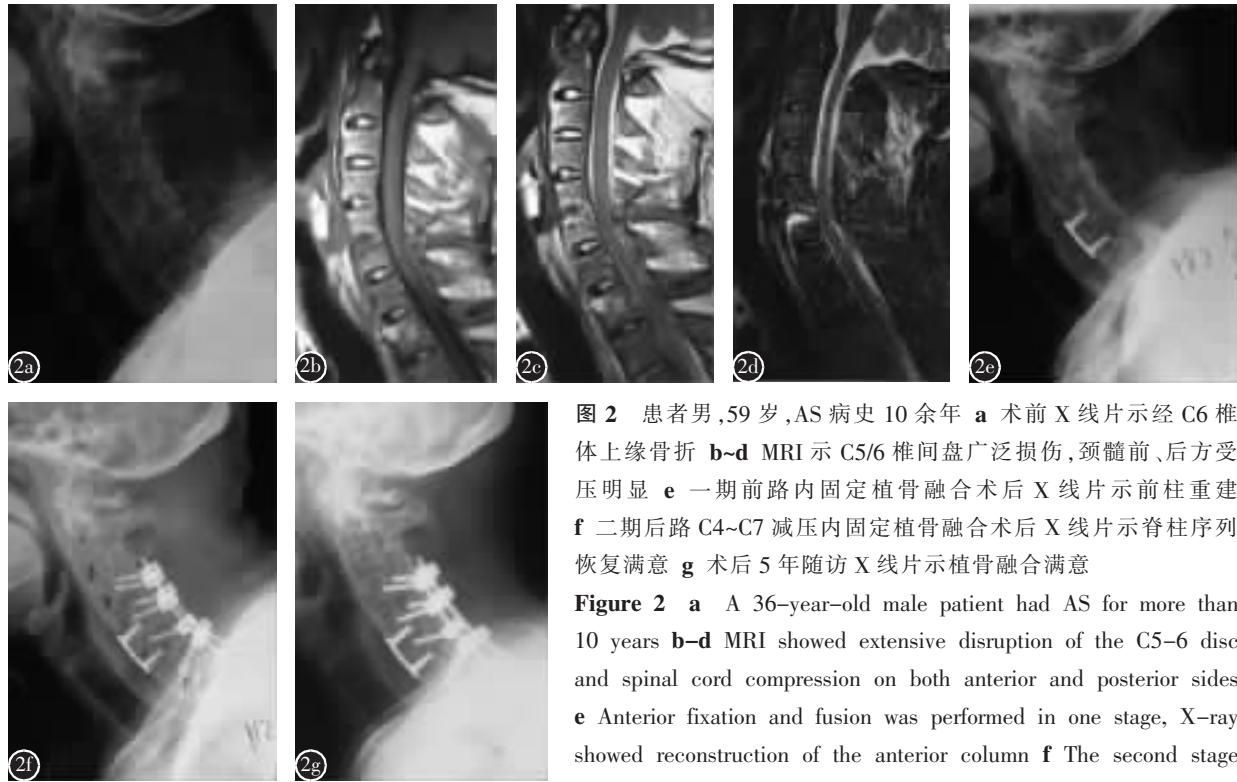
患者男,59岁,AS病史10余年 a术前X线片示经C6椎体上缘骨折 b-d MRI示C5/6椎间盘广泛损伤,颈髓前、后方受压明显 e一期前路内固定植骨融合术后X线片示前柱重建 f二期后路C4~C7减压内固定植骨融合术后X线片示脊柱序列恢复满意 g术后5年随访X线片示植骨融合满意
